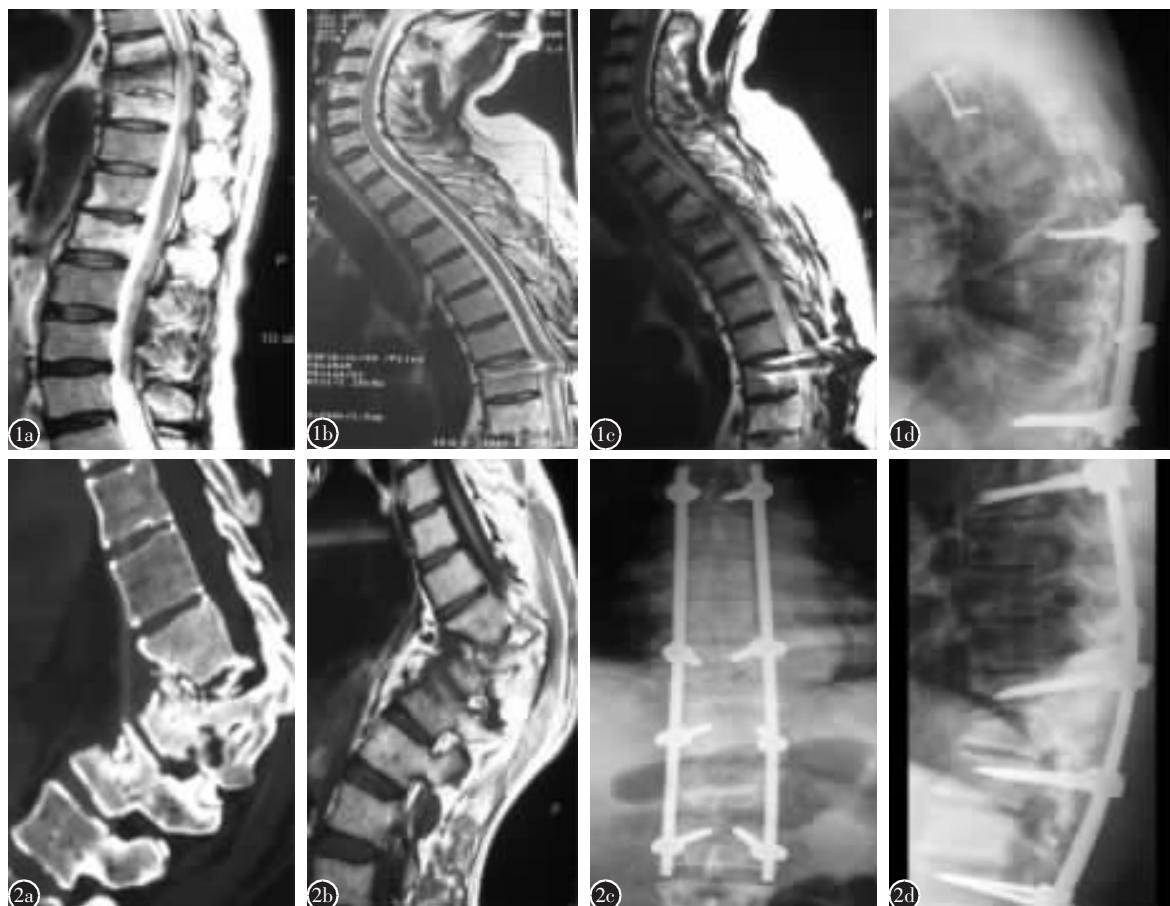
男性,30岁,T7~T9椎体结核术后1年,T2~T3椎体结核形成 a 第一次术前MRI T2WI示T7~T9椎体及椎间盘破坏,呈高信号改变 b 第一次术后2周MRI T2WI示T7~T9植骨及内固定位置良好 c 第一次术后1年MRI T2WI示T7~T9植骨及内固定的上方T2~T3椎体及椎间盘破坏,呈中到高信号改变 d 第二次术后X线片示前路T2~T3及后路T7~T9内固定位置良好 图 2 男性,29岁,7年前行T9~T11椎体结核前路病灶清除术,4年前因局部复发并不全瘫,再次行病灶清除椎管减压术,现局部后凸畸形并不全瘫,第3次行后路楔形截骨矫正内固定术 a 第3次手术前CT二维重建矢状位示局部后凸畸形 b 第3次手术前MRI T1WI示局部后凸畸形 c,d 第3次矫形手术后X线片示后凸已矫正
